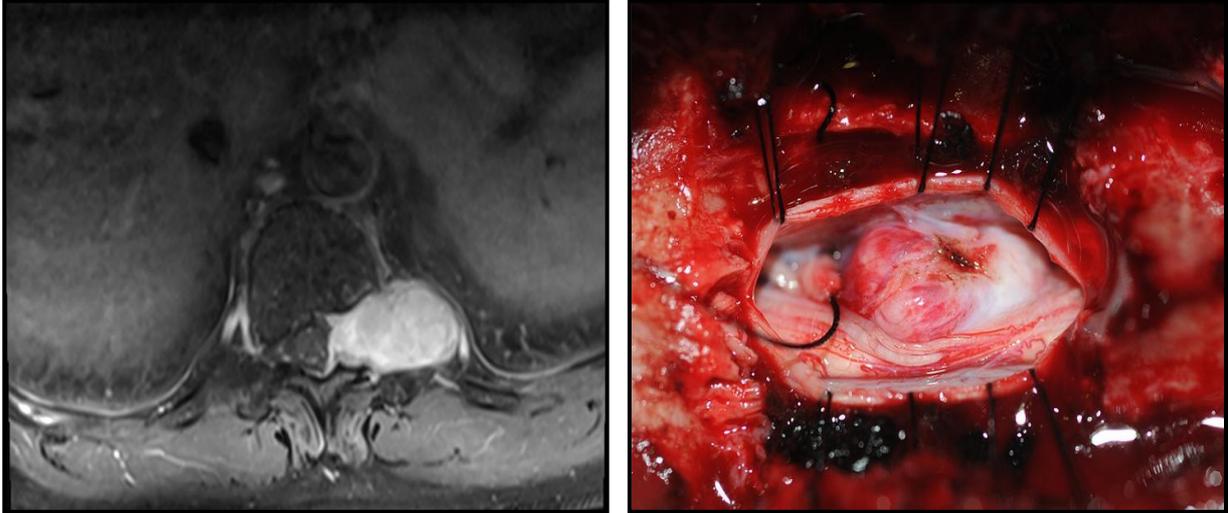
Corte axial de RM dorsal que muestra neurinoma con importante componente extraforaminal (izda). A la dcha. foto intraoperatoria del tumor una vez abierta la duramadre.
